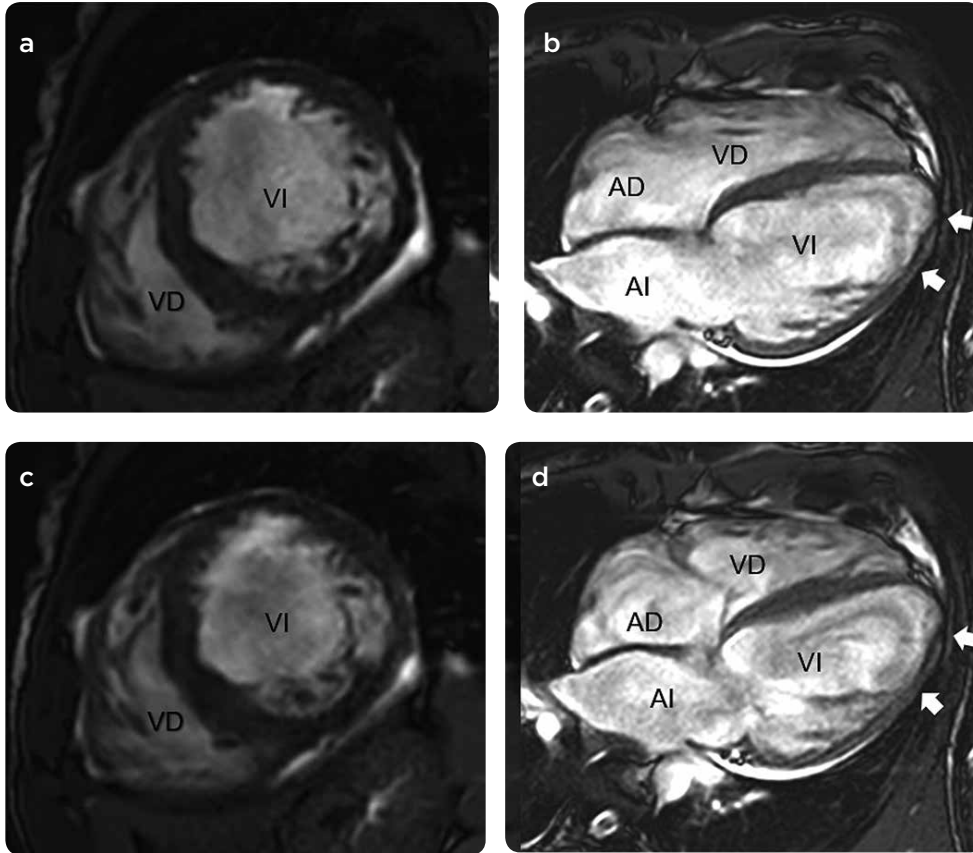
RM cardíaca. Cine 4 cámaras y eje corto, a y b) en final de la diástole, c y d) fin de la sístole. Marcada disminución de la contractilidad del ventrículo izquierdo (VI) y adelgazamiento de la pared miocárdica. AD: aurícula derecha. AI: aurícula izquierda.
